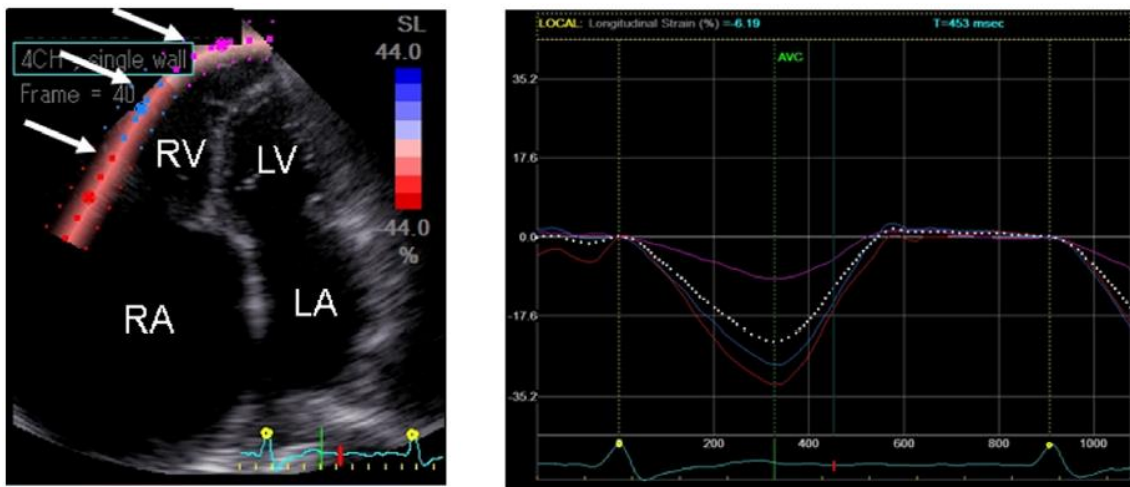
étude du strain par échographie 2D de la paroi libre du ventricule droit, d'après Ozawa et Al. *Int J Cardiol.* 2014;174(2):426-30.
